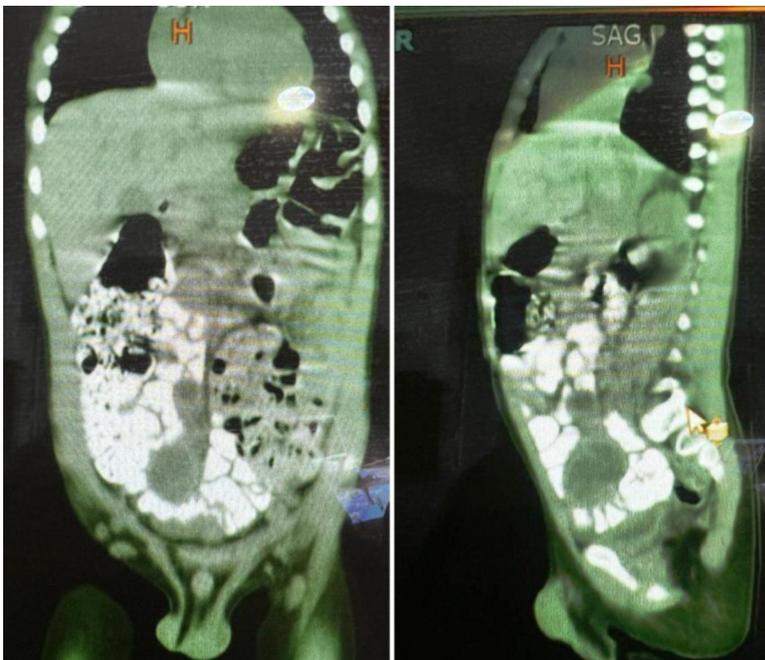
TAC de Abdomen y Pelvis
